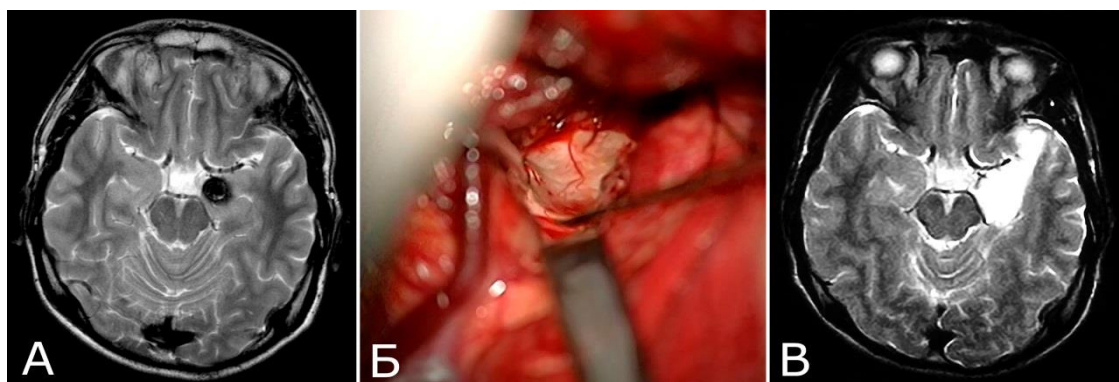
Больной Л. (№9). А – Т2 взвешенная МРТ до операции; Б – интраоперационный вид гиппокампа и хориоидальной щели из левостороннего трансильвиева доступа; В – контрольная Т2 взвешенная МРТ (объяснения в тексте).
